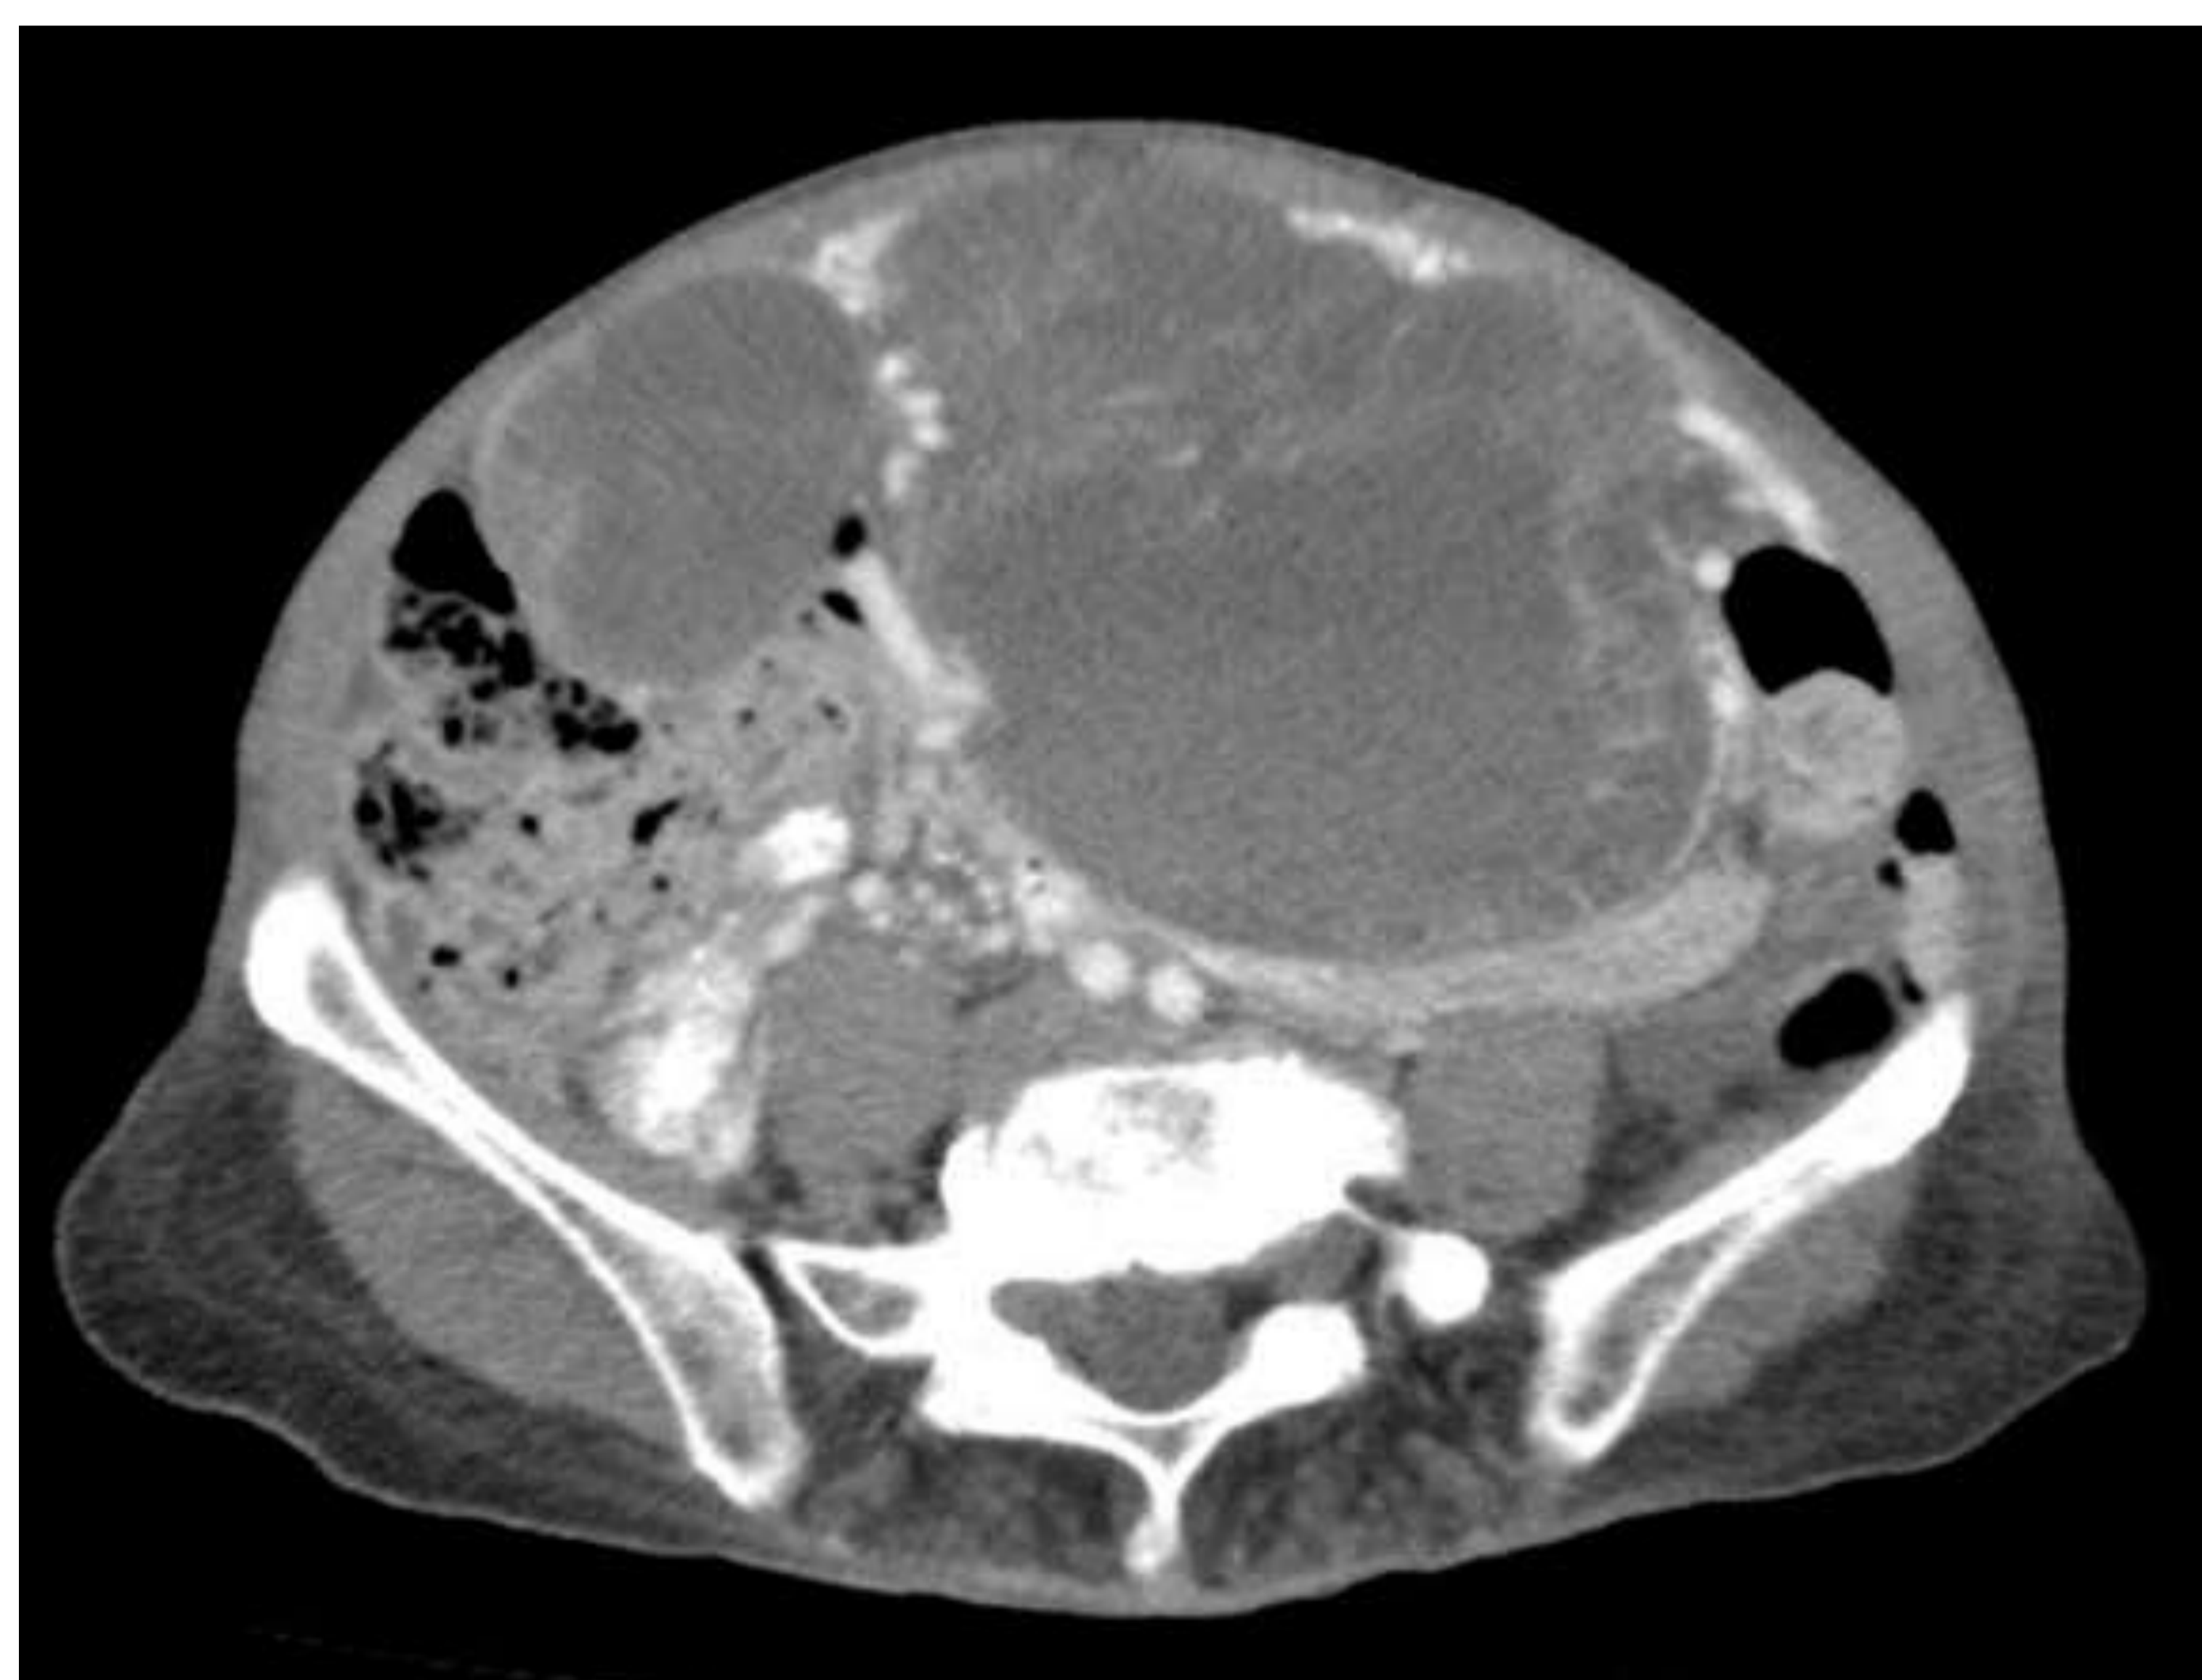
TC abdominopélvico en corte axial. Masa sólido - quística heterogénea en relación con GIST dependiente de un asa intestinal.
